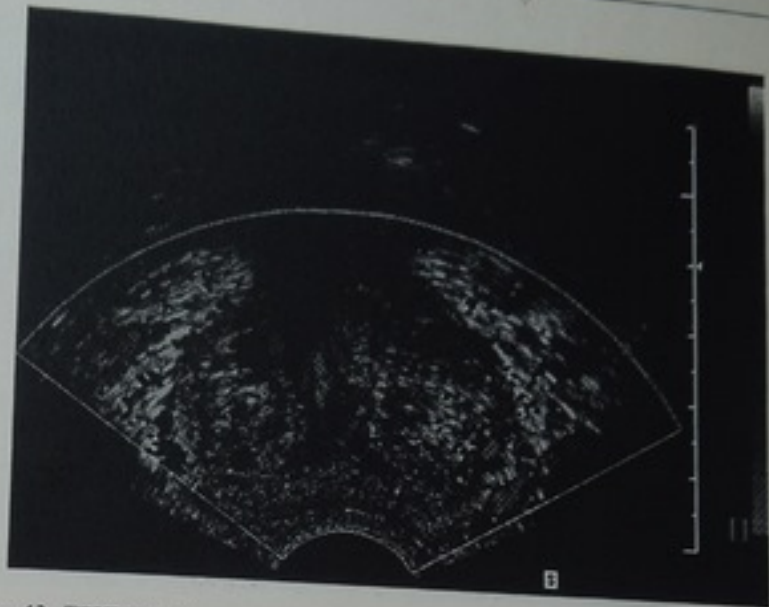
ТРУЗИ предстательной железы в режиме энергетического доплера с изображением капсулярных и уретральных кровеносных сосудов
